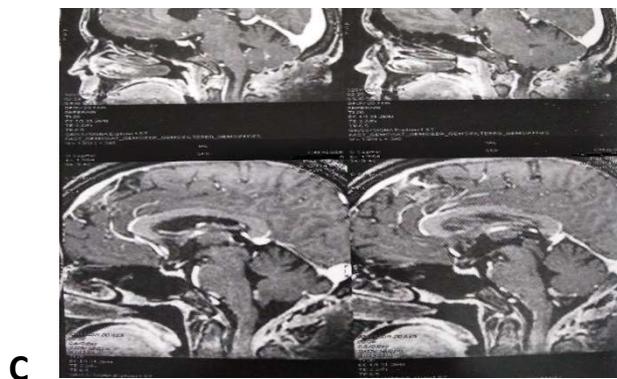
L'IRM sagittale (A) et axiale (B) préopératoire du patient n°6 et son IRM postopératoire (C, D).
